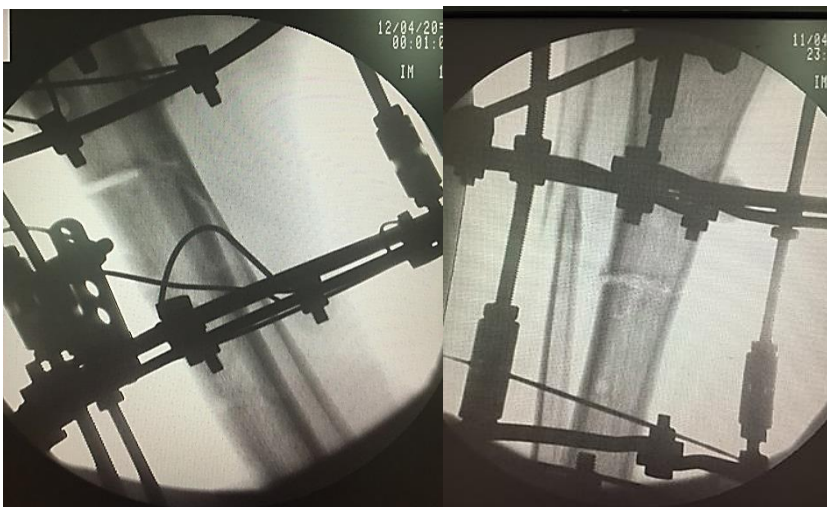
Рентгенконтроль остеотомії великогомілкової кістки при здійсненні білокального остеосинтезу КФ.
